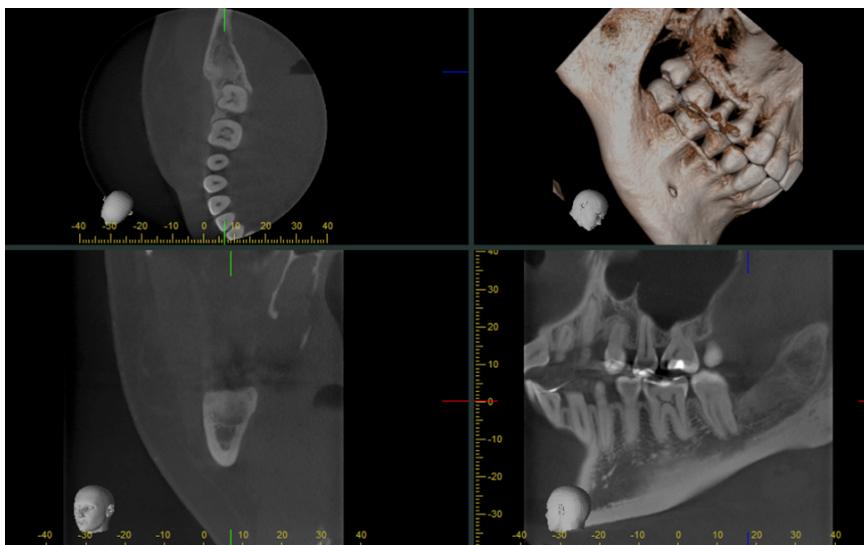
Tomografía computarizada de haz cónico (CBCT) de control postquirúrgico a 9 meses.
